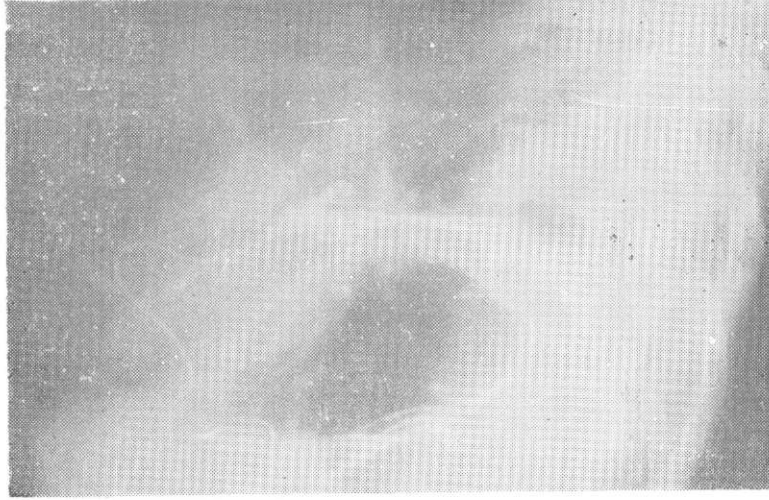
b : Olgunun fistül sonrası PA akciğer grafisi.
